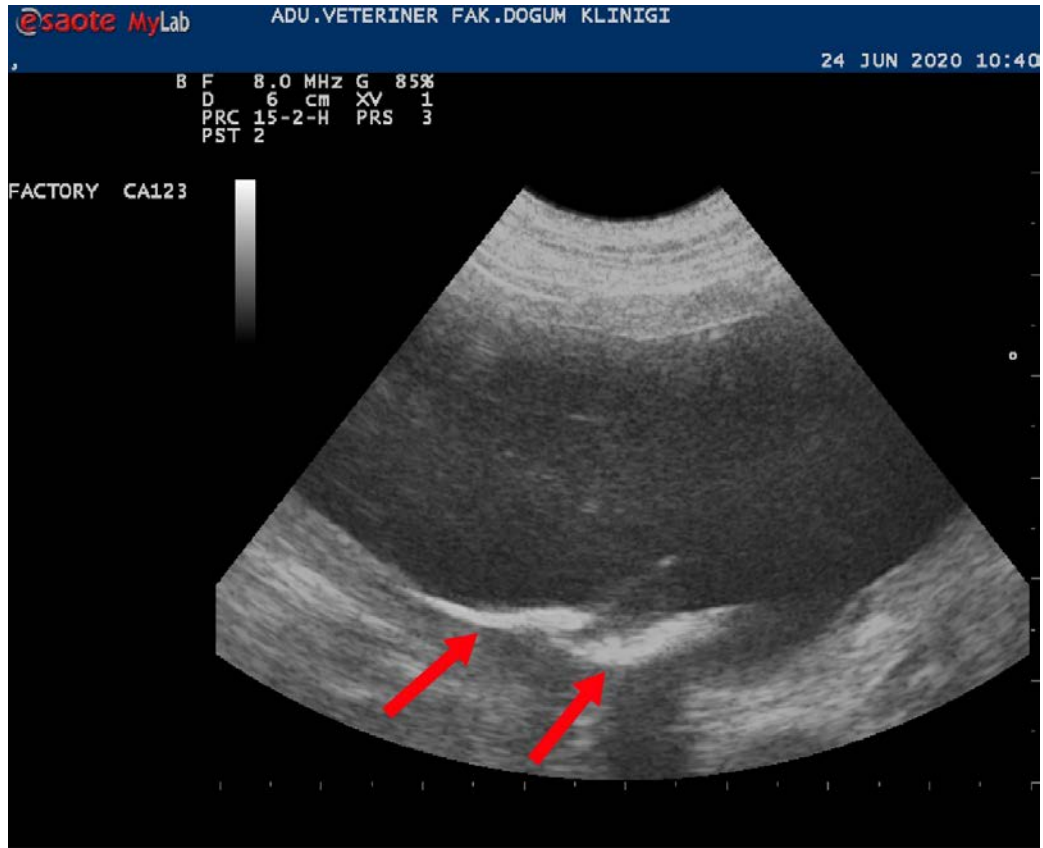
Ultrasonographic appearance of right uterine horn (red arrows)
